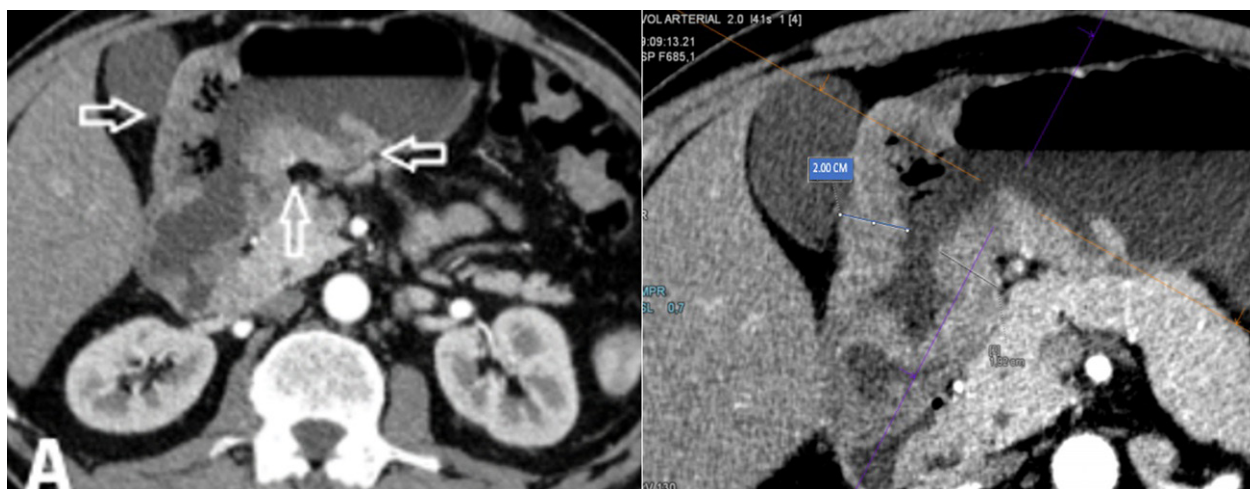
Tomografía contrastada en fase arterial, corte axial, que reveló un marcado engrosamiento concéntrico mural de hasta 20mm, el mismo que tiene un realce de forma difusa.
